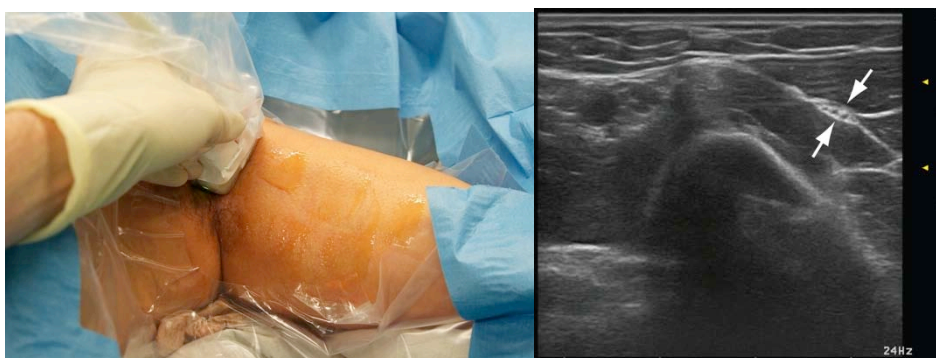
Identifikation und Darstellung des N. musculocutaneus (Pfeile). Häufig erscheint dieser hyperechogen. Der Nerv verlässt den Fasciculus lateralis in variabler Höhe. Ein Rückverfolgen nach weit proximal bis zum N. medianus wird empfohlen. Die sonografischen Landmarken sind die Mm. biceps humeri et coracobrachialis.
